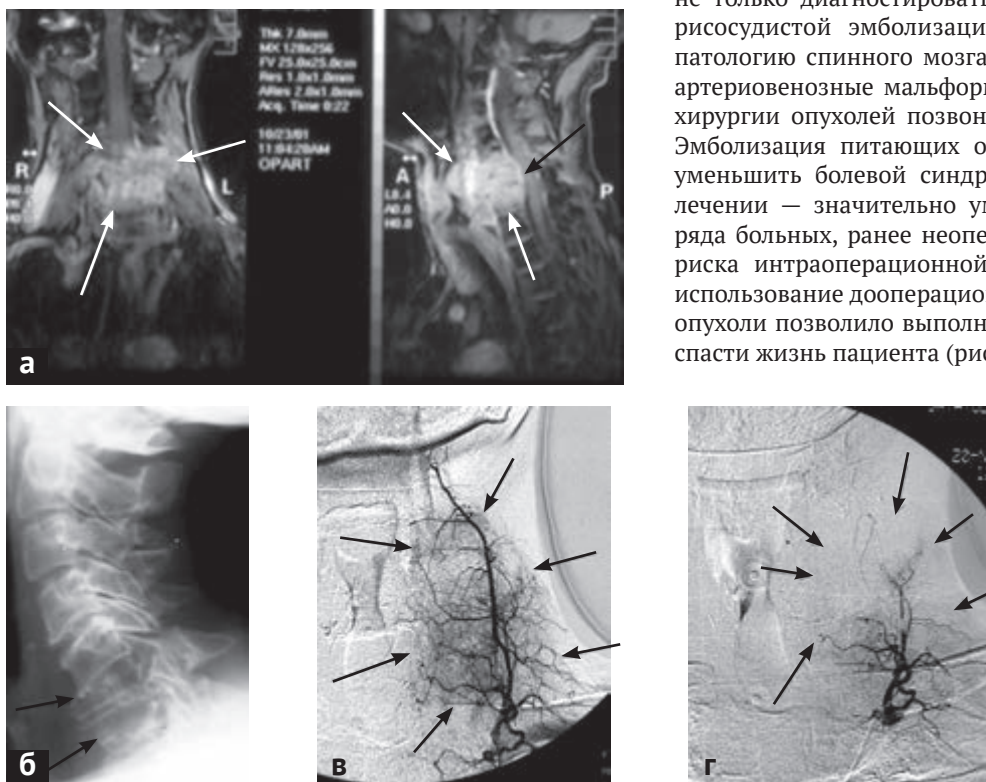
Данные лучевых методов обследования больного К. с опухолью на уровне C_{VI-VII} позвонков: а — данные магнитно-резонансной томографии — белыми стрелками обозначена опухоль, темной стрелкой — компрессия спинного мозга опухолью; б — боковая шейная спондилограмма — стрелками отмечены разрушенные опухолью тела C_{VI} и C_{VII} позвонков; в — ангиограмма левого шейного ствола, на которой видна патологическая сеть сосудов в строме опухоли (стрелки); г — ангиограмма этого же сосуда после эмболизации — стрелками показана значительная редукция кровотока в опухоли
